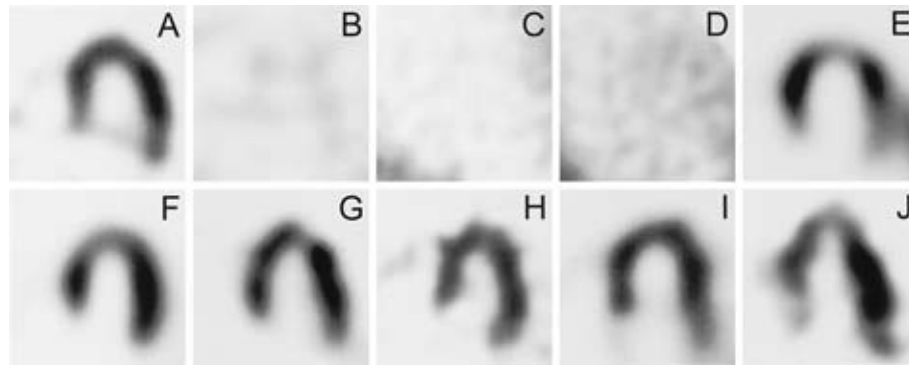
パーキンソン病および類縁疾患における MIBG 心筋シンチグラフィの SPECT 画像（早期の長軸像）. PD (B), PAF (C), DLB (D) では心臓の MIBG 集積が著明に低下している. 一方 MSA (E), PSP (F), CBD (G), ET (H), AD (I), *parkin* 関連 PD (J) ではコントロール (A) と同様心臓の MIBG 集積は正常である（織茂智之：内科 2007；99：836—839 から引用）.
